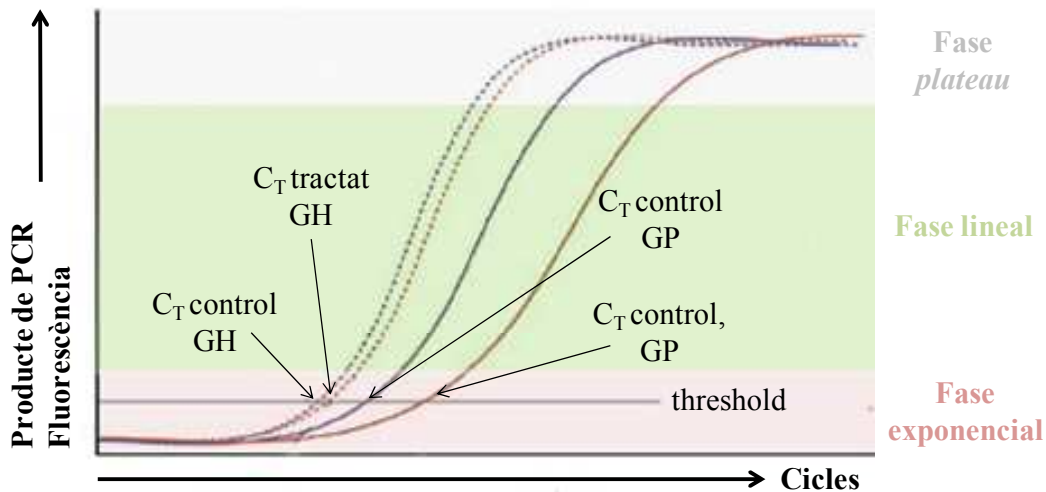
Bases matemàtiques del mètode $2^{-\Delta\Delta CT}$. Aquest mètode permet la quantificació relativa (la mostra "tractament" és X vegades la mostra "control") mitjançant la mesura dels cicles que creuen la línia de llindar o threshold. Les diferències comparatives entre el gen d'interès i el gen control o *housekeeping* per cada mostra permeten la comparació entre mostres. A destacar que els gens control (línies puntejades) no varien de C_T de forma significativa amb el tractament. GH, gen *housekeeping* o control; GP gen problema. Adaptat de Vanguilder H. D. i col·laboradors [282].
